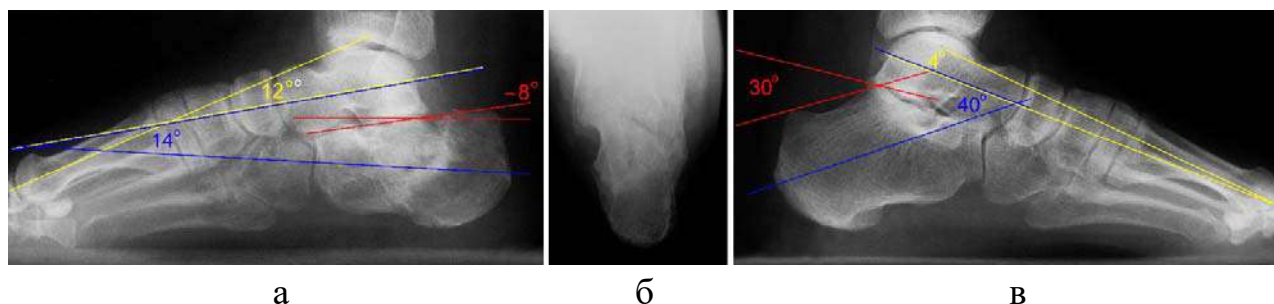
Фотовідбитки рентгенограм правої стопи в бічній (а) і аксіальній (б) проекції; лівої стопи в бічній проекції (в) при надходженні
